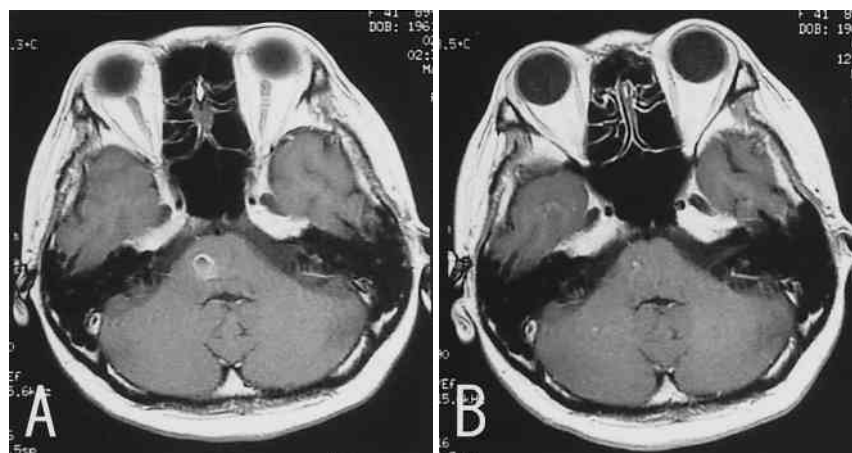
Follow-up contrast-enhanced MRI scans 4 weeks (A) and 3 months (B) after
